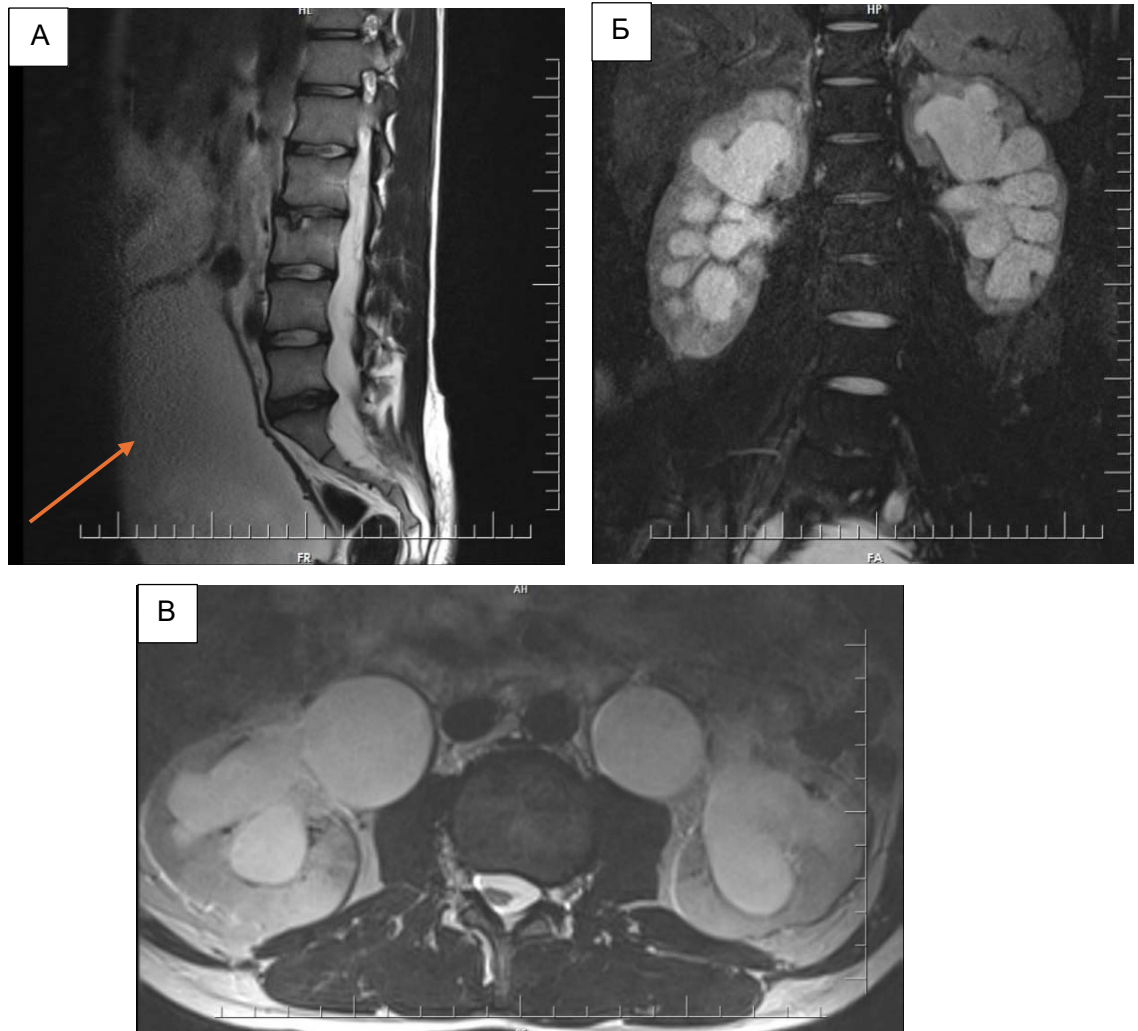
МРТ – изображения пациента Т. 23 лет, На Т2- ВИ: А - хроническая задержка мочеиспускания с переполнением и перерастяжением мочевого пузыря (оранжевая стрелка), Б и В - выраженная гидронефротическая трансформация обеих почек (Б - в режиме с подавлением сигнала от жира FATSAT)
